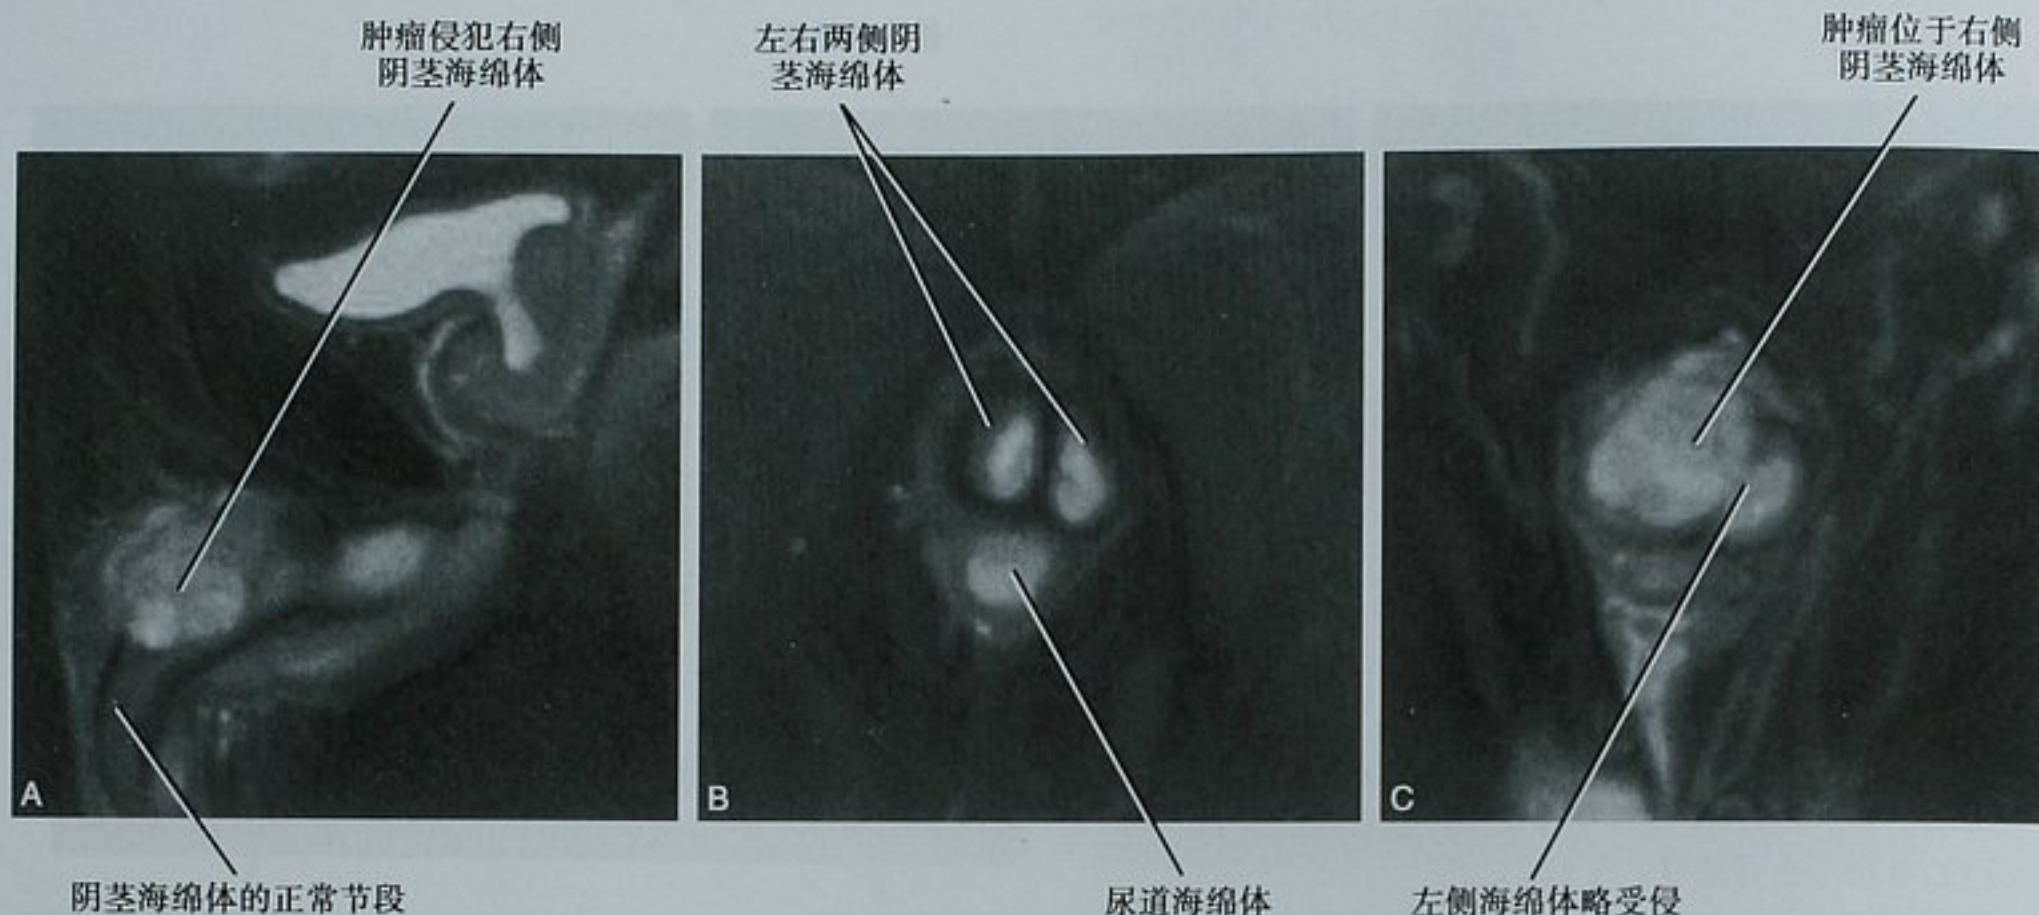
阴茎癌的 MRI 表现。A. 矢状位 T2WI 显示皮下组织及右侧阴茎海绵体内软组织肿块；B. 轴位 T2WI 显示了肿块远侧阴茎的解剖分区，暗带代表包绕着阴茎海绵体的白膜；C. 肿块水平的轴位 T2WI 显示肿瘤从右侧阴茎海绵体侵犯至左侧阴茎海绵体，与手术所见相同
